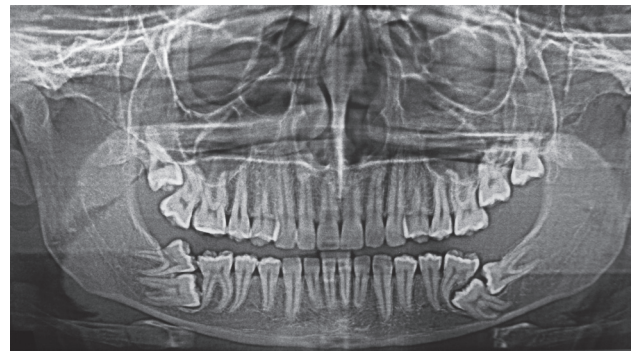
Ortopantomografía de diagnóstico.
